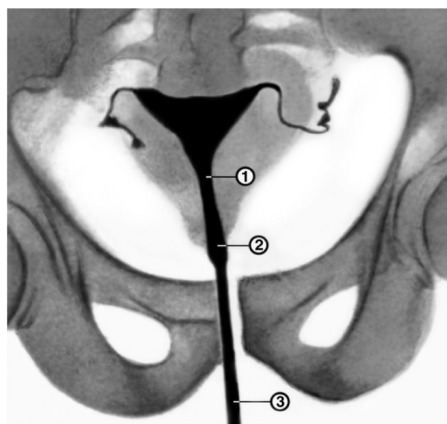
Гістерограма в нормі: 1 – перешийок матки, 2 – канал шийки матки, 3 – катетер, через який введена рентгеноконтрастна речовина
